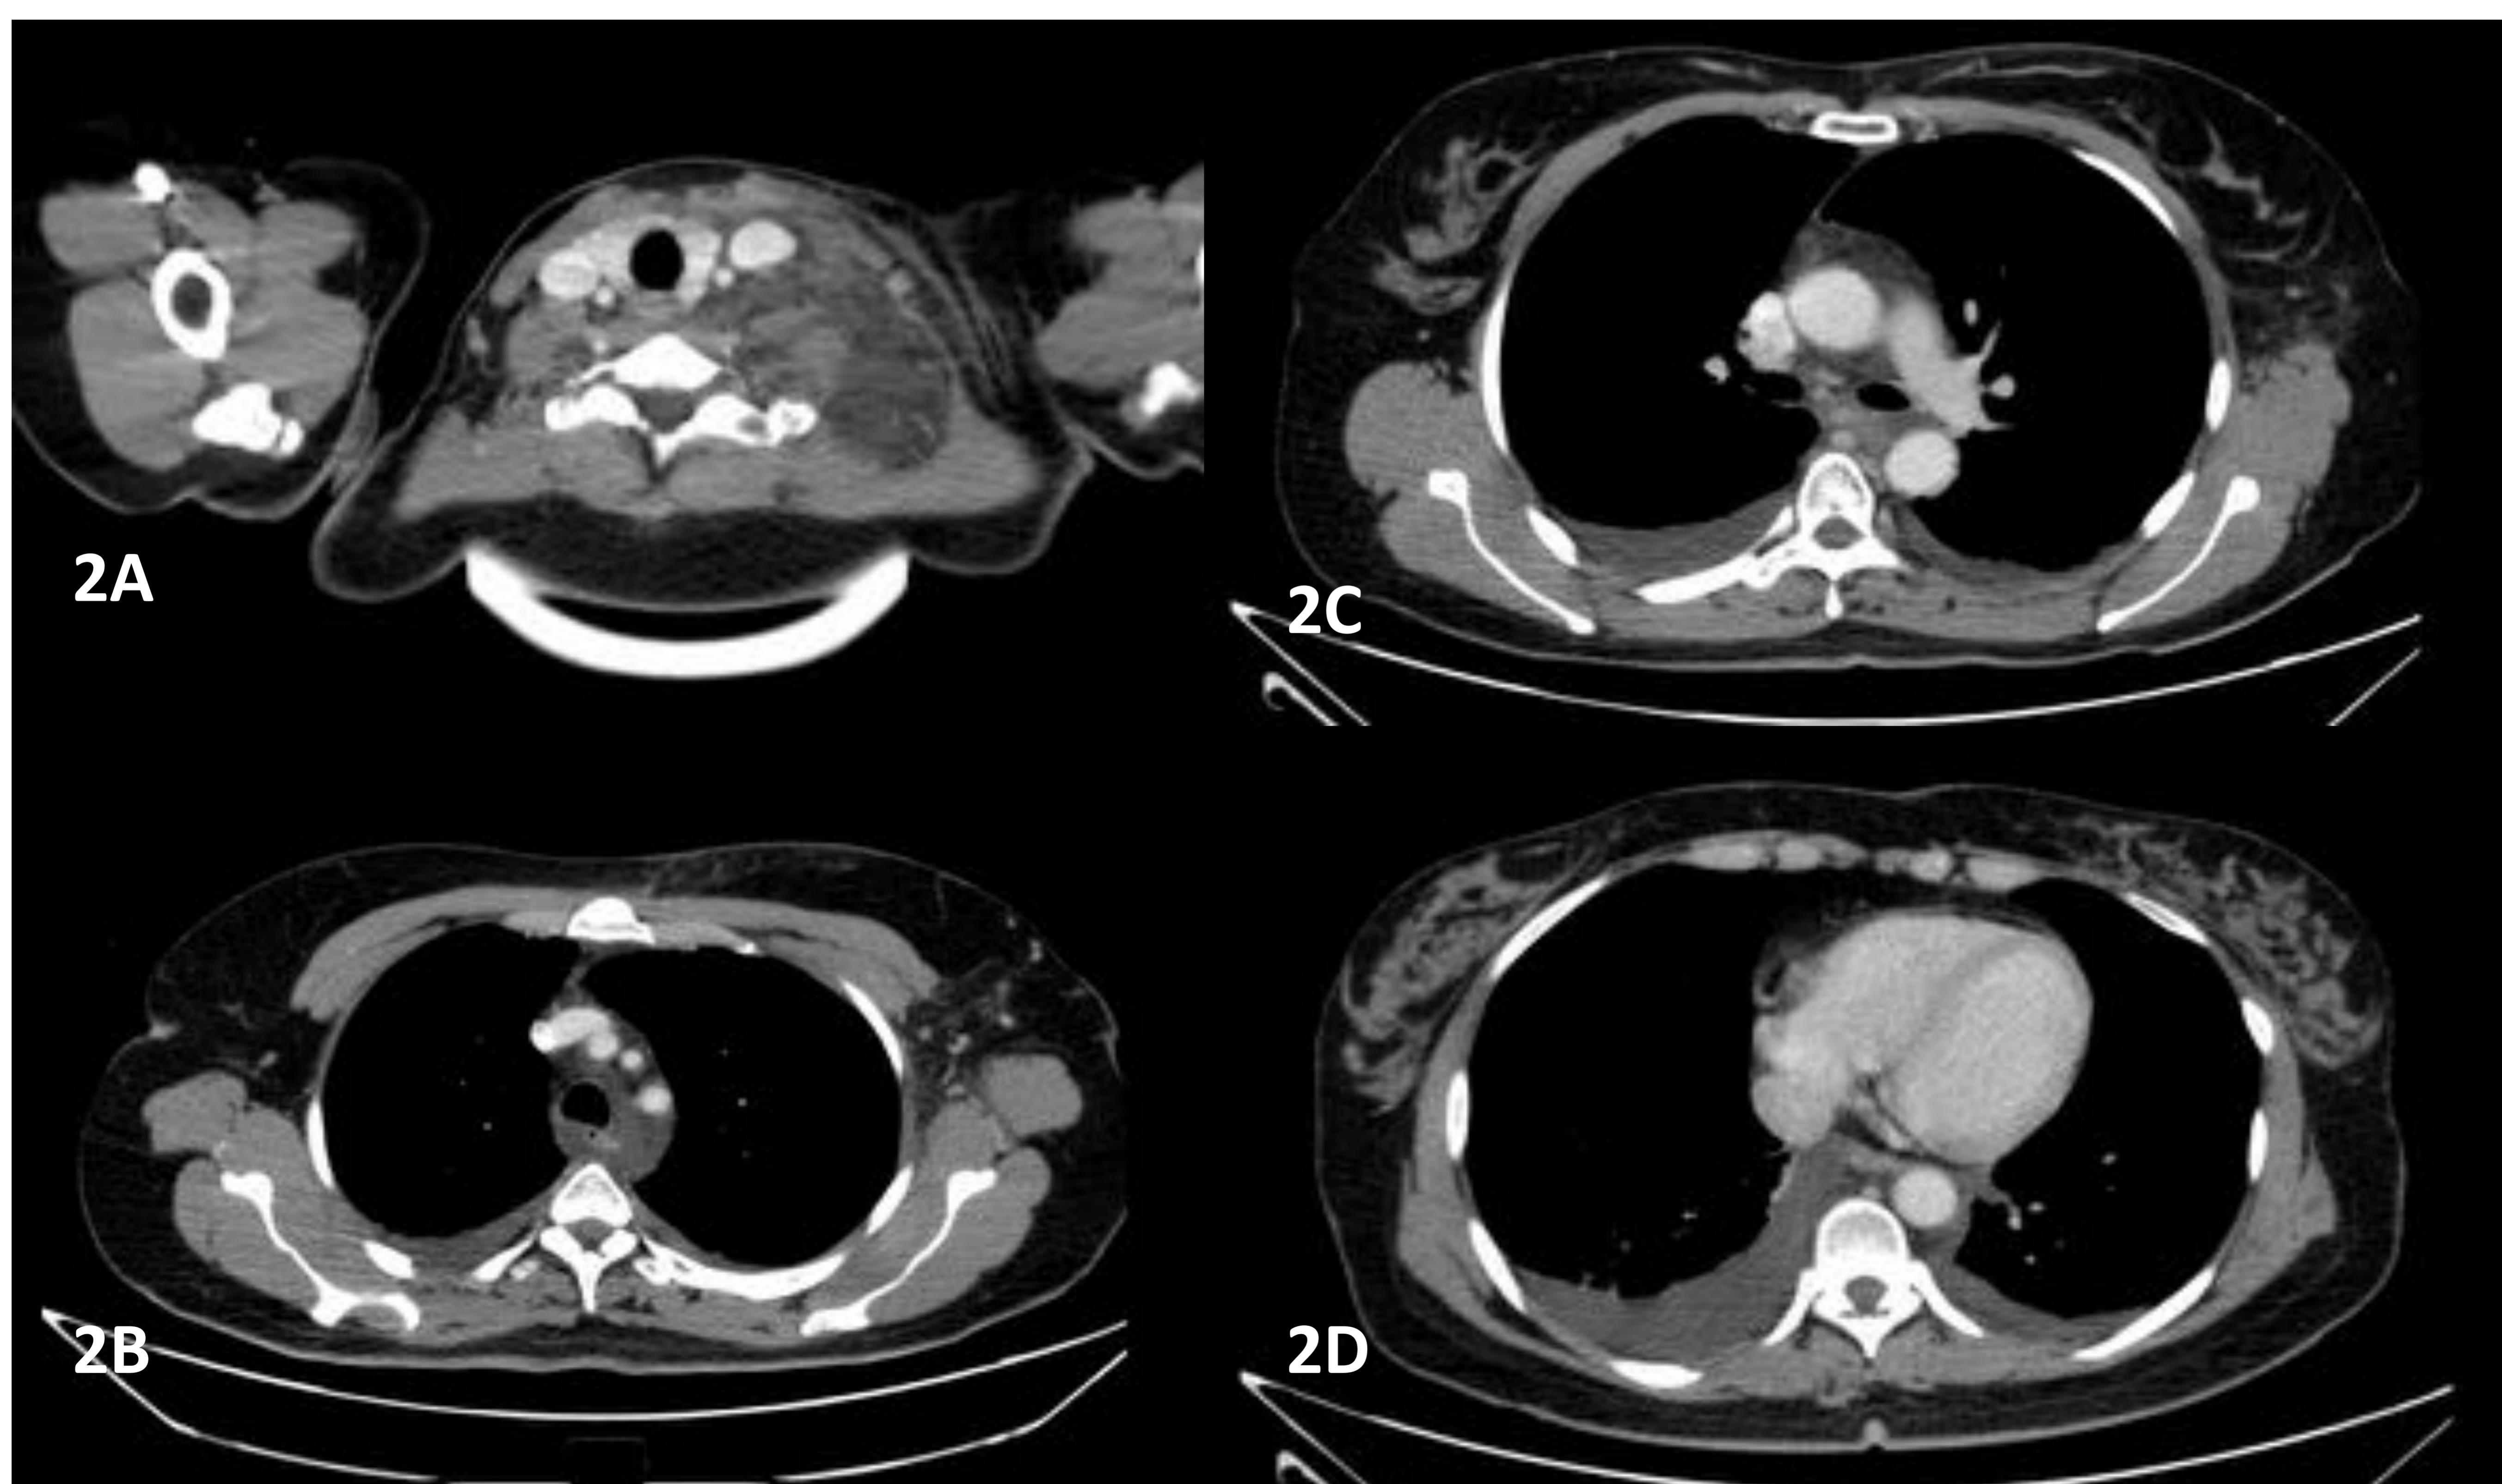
TC tras contraste. Acúmulo de líquido no encapsulado en región supraclavicular izquierda (A), mediastino superior (B y C), y derrame pleural bilateral (C y D). La toracocentesis derecha demostró quilotorax.
